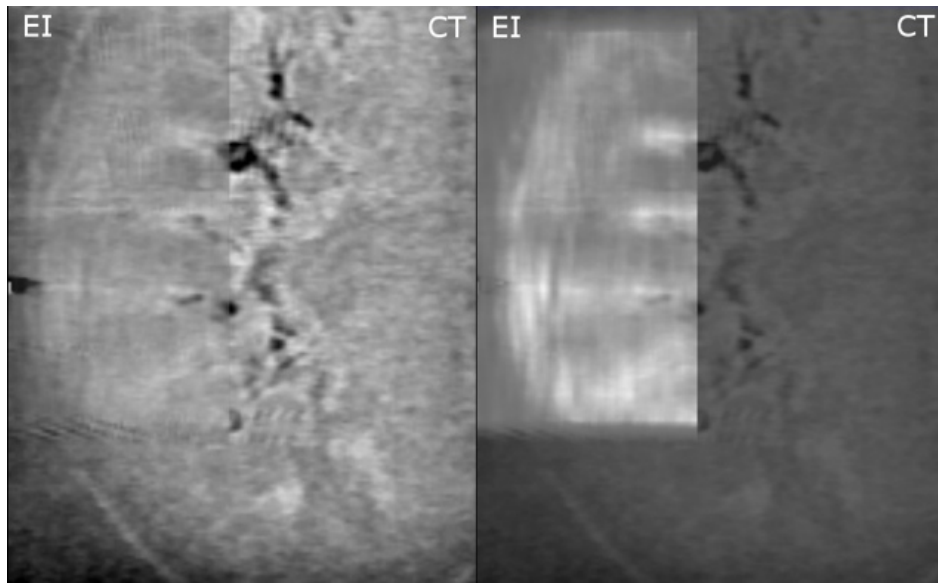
Registrierungsergebnis der rigiden Registrierung von CT- und Elastographiebilddaten der Niere. Die Bildinhalte der Modalitäten werden mit unterschiedlicher Transparenz dargestellt. Die anatomisch korrekte Ausrichtung der in den Bilddaten sichtbaren Strukturen ist eindeutig zu erkennen. Weiterhin wird die Ähnlichkeit in der Anatomiedarstellung ersichtlich.
